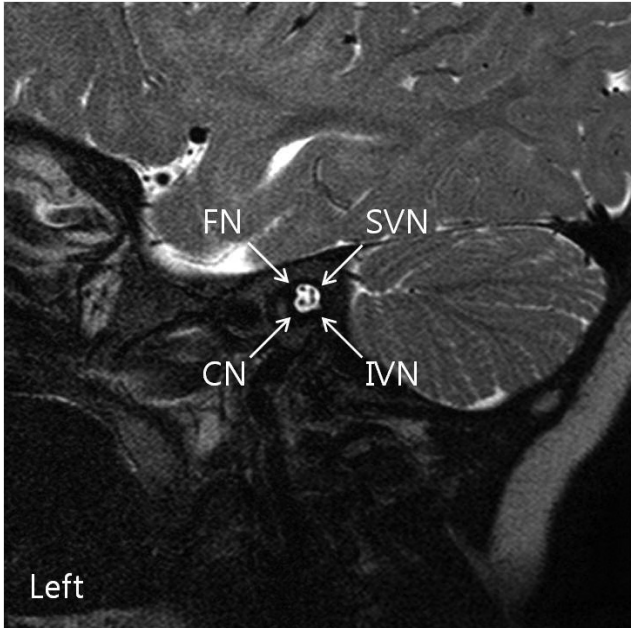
Normal Left internal auditory canal magnetic resonance image parasagittal reconstruction view.(FN: facial nerve, SVN: superior vestibular nerve, IVN: inferior vestibular nerve, CN: cochlear nerve)
